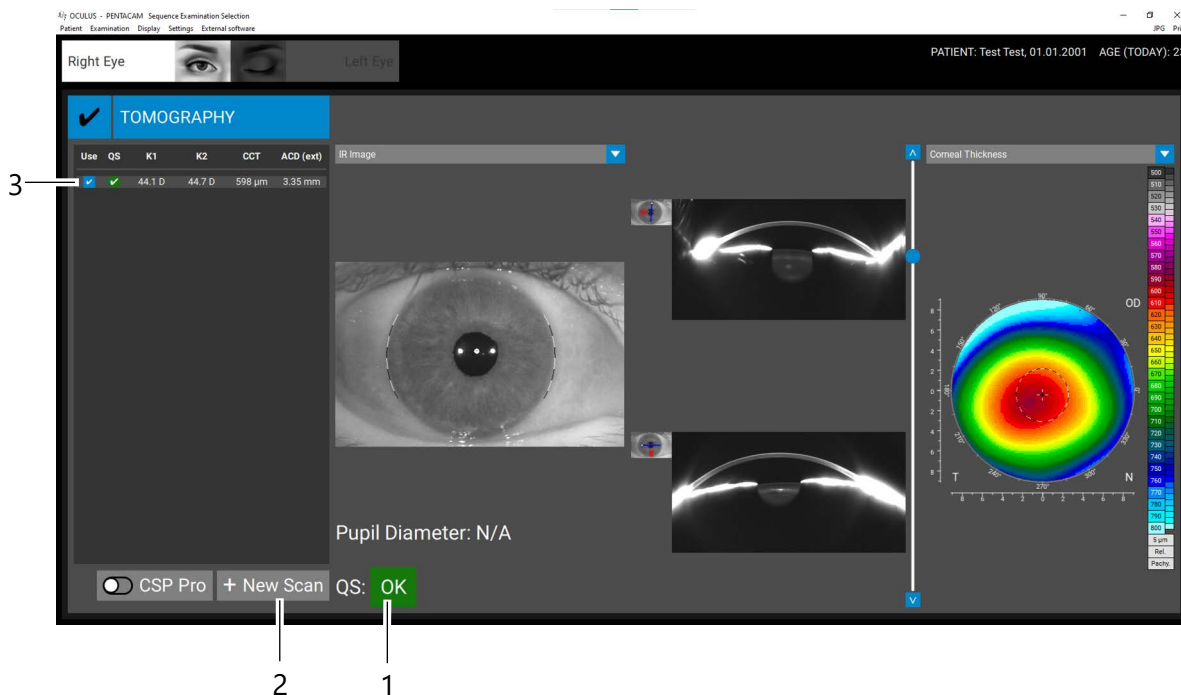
Resultatdisplay for tomografi
